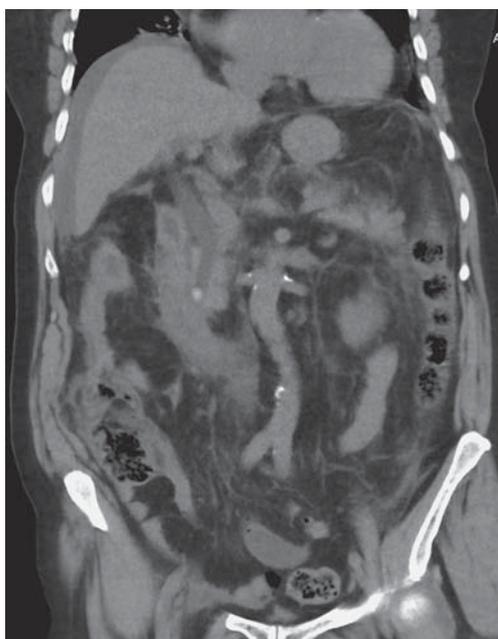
КТ с внутривенным контрастированием, паренхиматозная фаза сканирования. Фронтальная реконструкция с увеличением толщины среза. Отмечается расширение общего желчного протока выше уровня обтурации плотным желчным камнем, представленным гиперденсной округлой структурой с несколько неровными контурами. В брюшной полости прослеживаются уплотнение клетчатки, признаки воспалительной инфильтрации.
